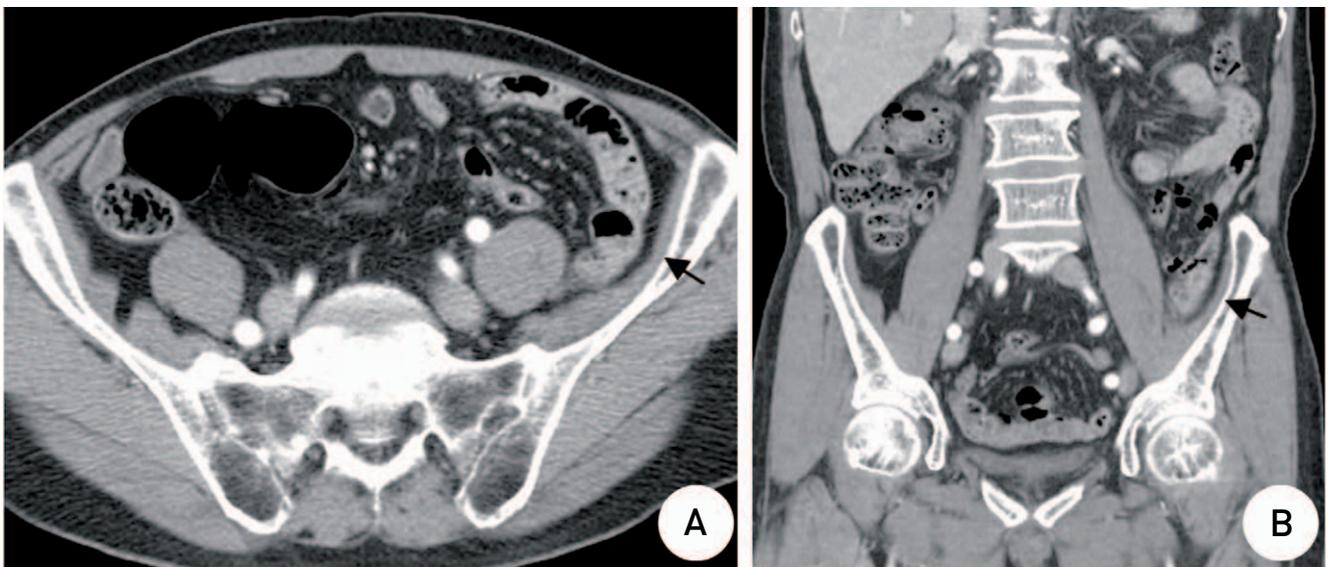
Computed tomographic images at 3 months after hospitalization. Axial (A) and sagittal (B) images show complete dissolution of the hematoma (black arrows).
